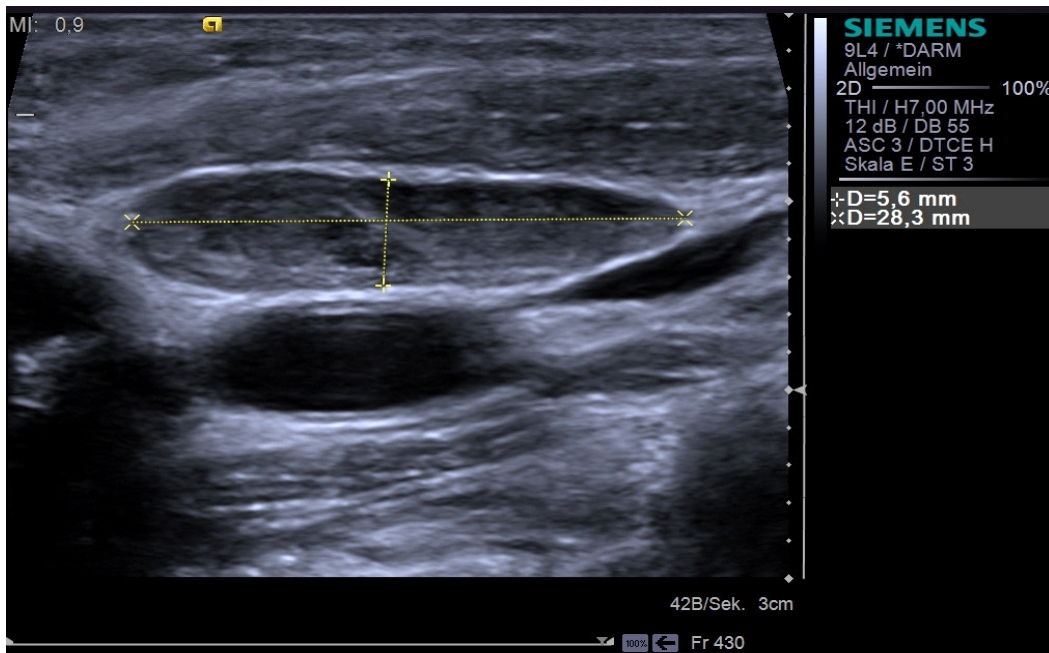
Sonographie: Lymphadenitis tuberculosa colli bei einer marokkanischen Patientin
